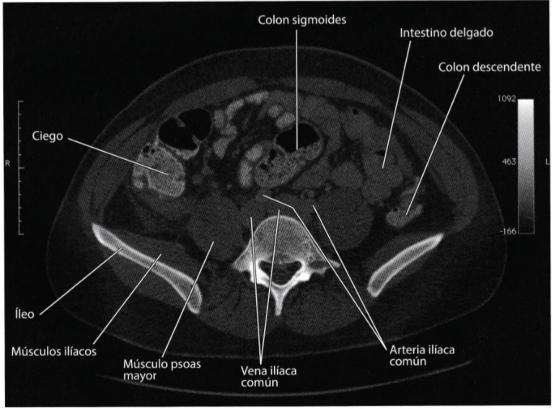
J-L. J. Plano de sección Transversa a Nivel de Vértebra L5, K. Sección Transversa a Nivel de Vértebra L5, L. Imagen de TC a Nivel de Vértebra L5.
